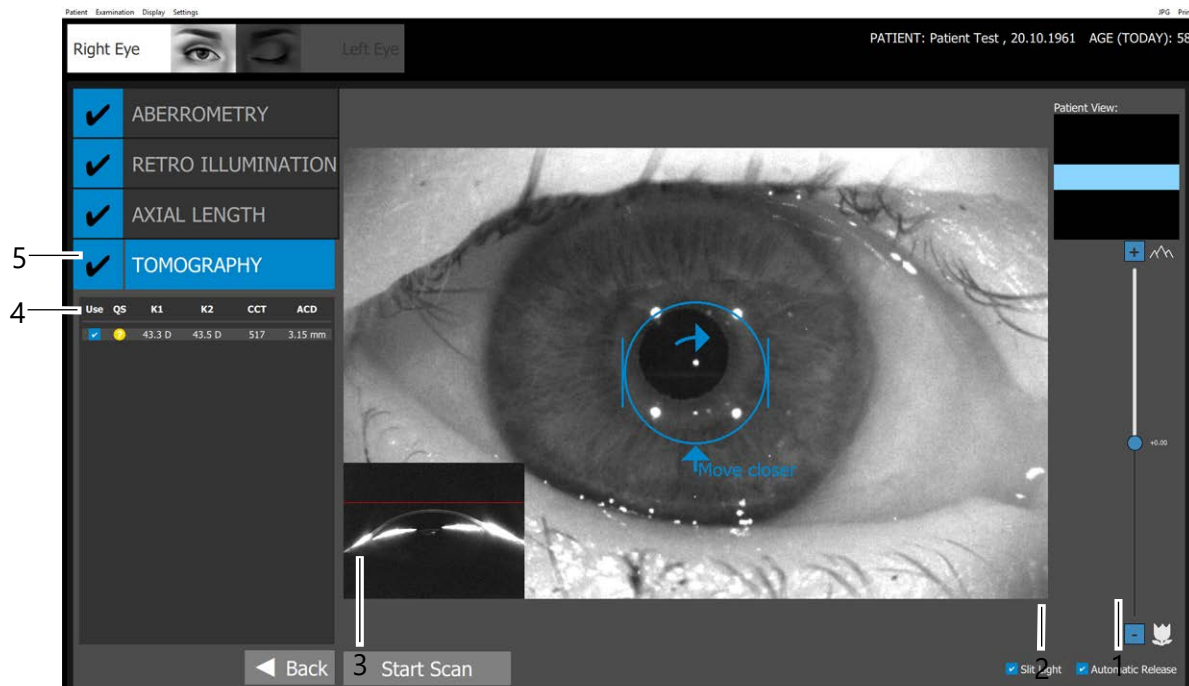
Ecrã de exame “Tomografia”
